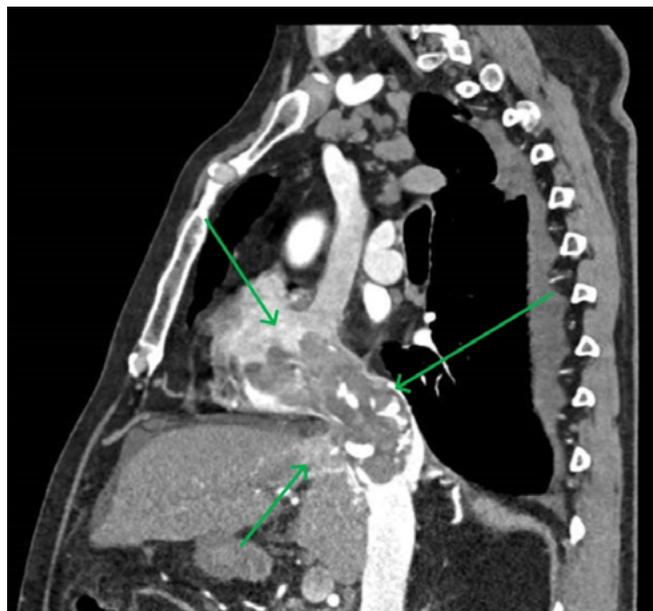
Cortes axiales de tomografía computarizada con contraste IV donde se objetiva hepatocarcinoma en segmento VII de 81 x 43 mm con invasión de aurícula derecha de 71 x 51 mm.
